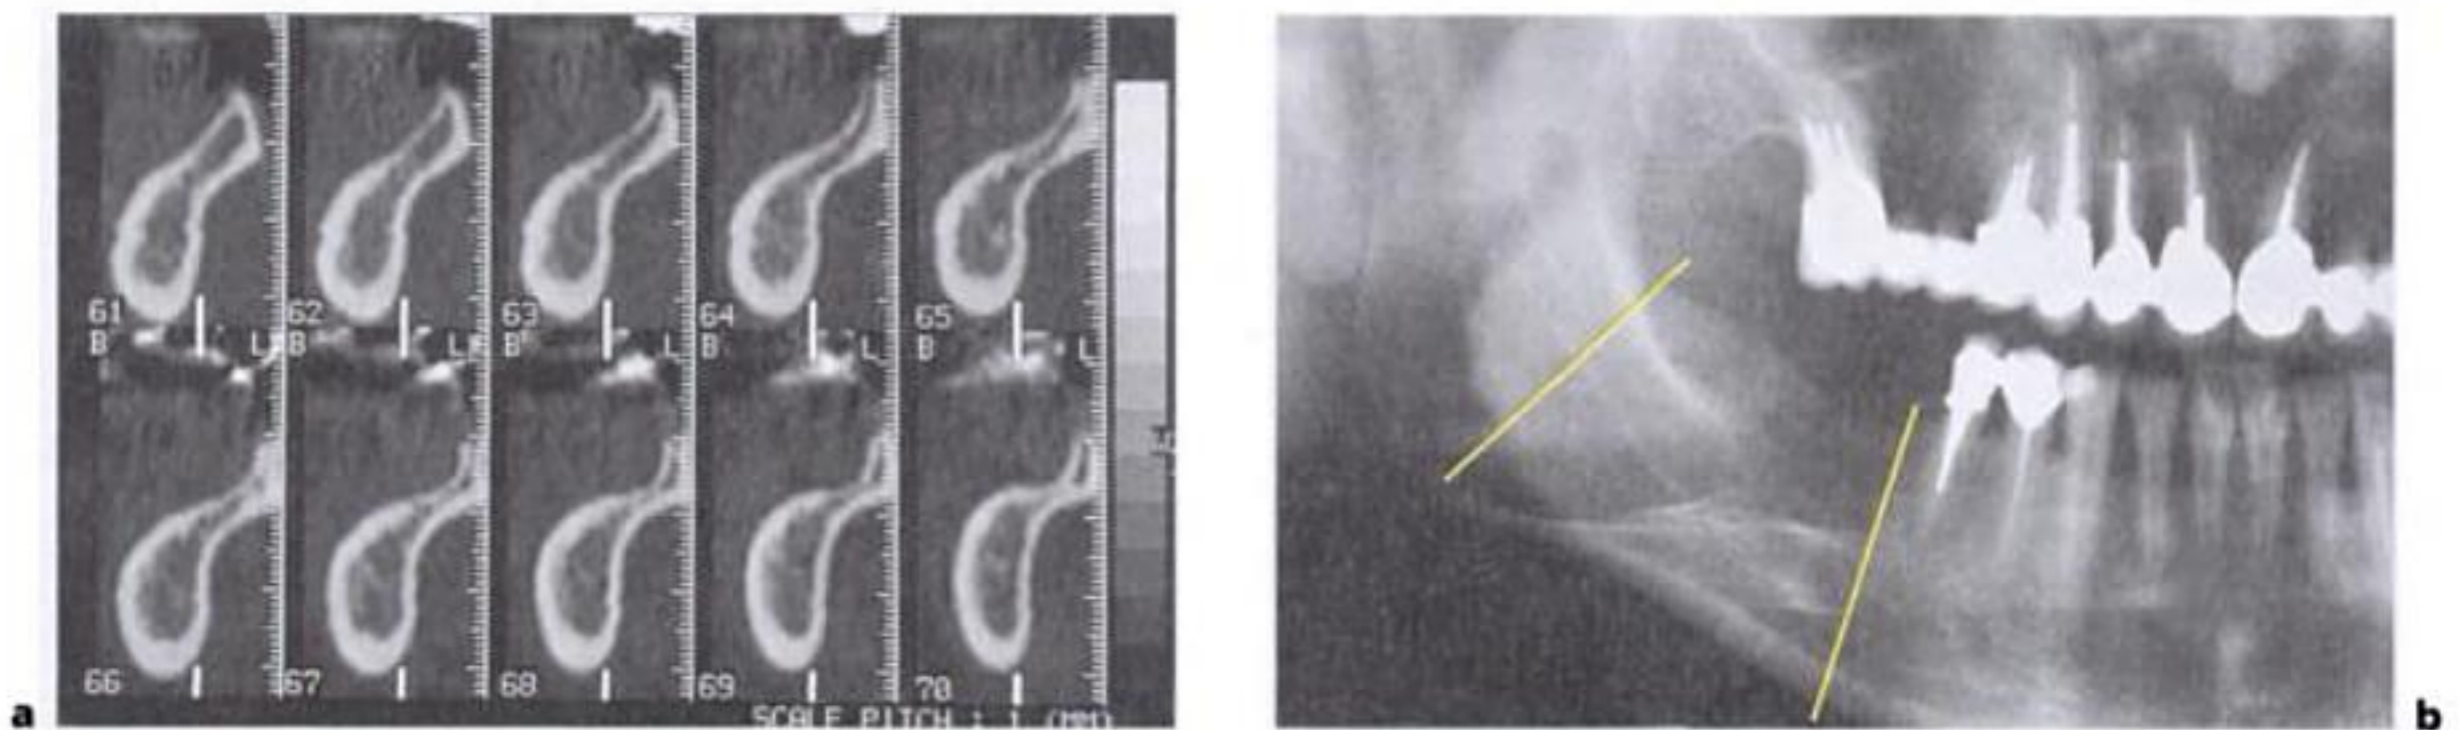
a) Tomografía computarizada de una mandíbula (sección transversal) que evidencia un notable socavado no detectable de otra forma. b) Radiografía panorámica del mismo paciente (las dos líneas amarillas delimitan el área de la tomografía).
